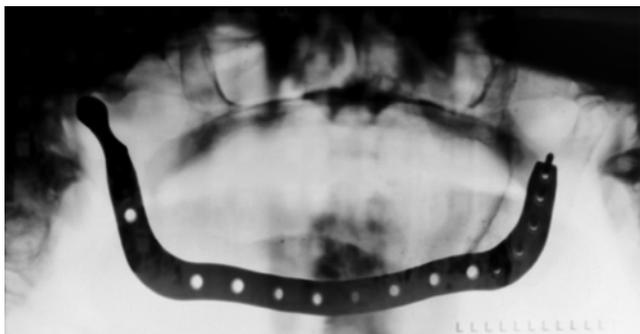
Ортопантомограмма. Субтотальный дефект нижней челюсти (САТТ) замещен реконструктивной пластиной с протезом суставной головки.
